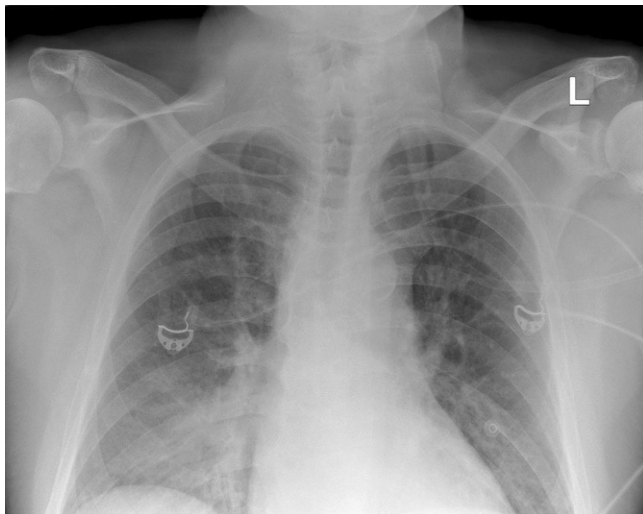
▲ Thoraxröntgenuntersuchung (Bedside). Herzschatten grenzwertig groß, Aortensklerose, Zeichen der pulmonalvenösen Stauung, flächige Verschattung im rechten Unterfeld, am ehesten Mischbild aus Dystelektase und Stauung, (begleitende) entzündliche Genese differenzialdiagnostisch möglich. Kein größerer, auslaufender Pleuraerguss, kein Pneumothorax
